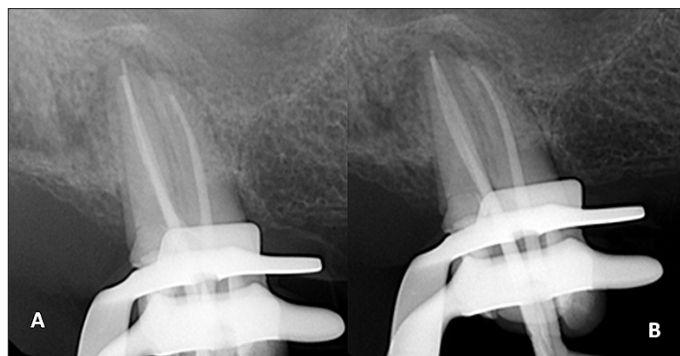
(A) Radiografía periapical céntrica de conometría. (B) Radiografía periapical de conometría con deslizamiento mesial.
